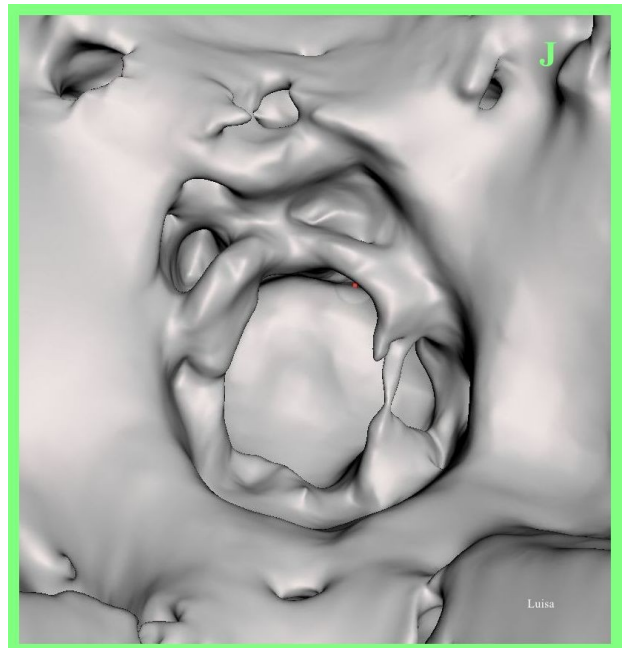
Foramen magno de 'Luisa'. TC 2D axial (imagen izquierda) y TC 3D vista desde arriba dentro del cráneo (imagen derecha). La TC confirmó que el foramen magno es redondeado y refuta cualquier afirmación de que tenga forma cuadrada.
